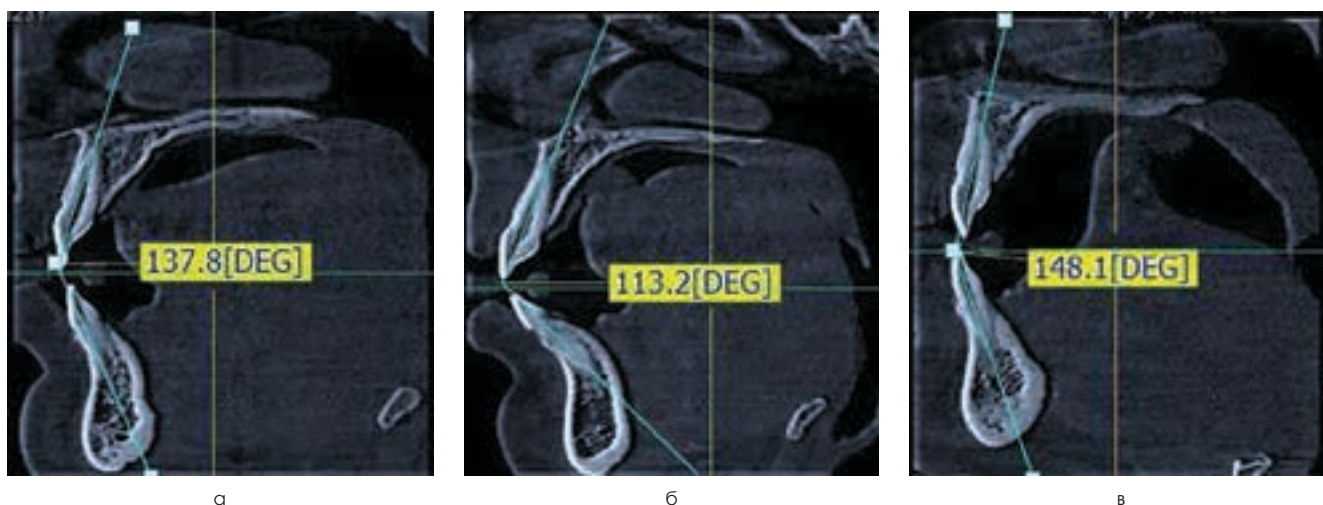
Варианты расположения медиальных резцов на снимках КЛКТ: а – пациенты 1-ой группы (мезотрузионный тип зубных дуг); б – пациенты 2-ой группы (протрузионный тип зубных дуг); в – пациенты 3-ей группы (ретрузионный тип зубных дуг)
